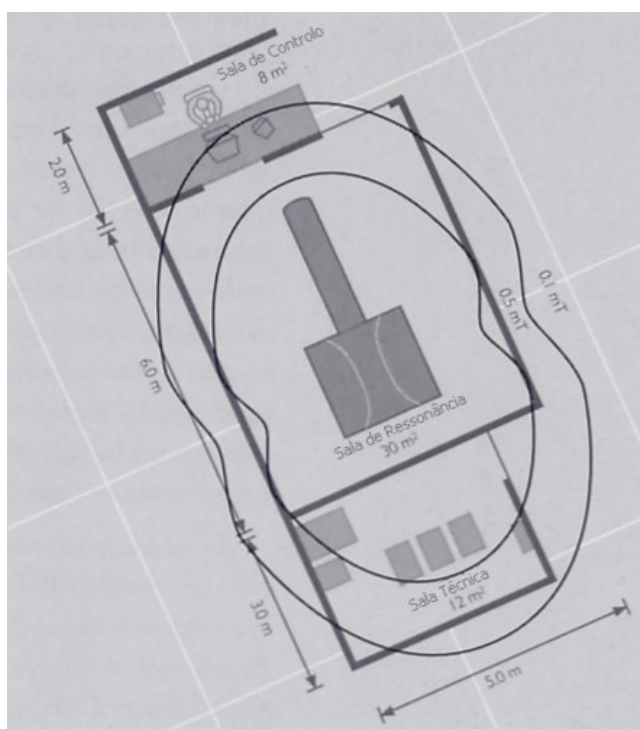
Implantação típica de um equipamento de RMN
